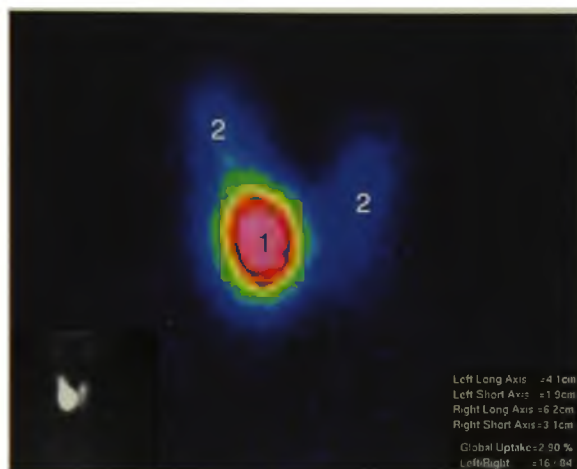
Сцинтиграфия щитовидной железы. Функционально автономный узел (токсическая аденома) правой доли: 1 – гипераккумулятивный («горячий») узел в нижней трети левой доли; 2 – существенно снижено накопление индикатора в остальной части железы (эндогенная супрессия) при общей высокой накопительной функции
